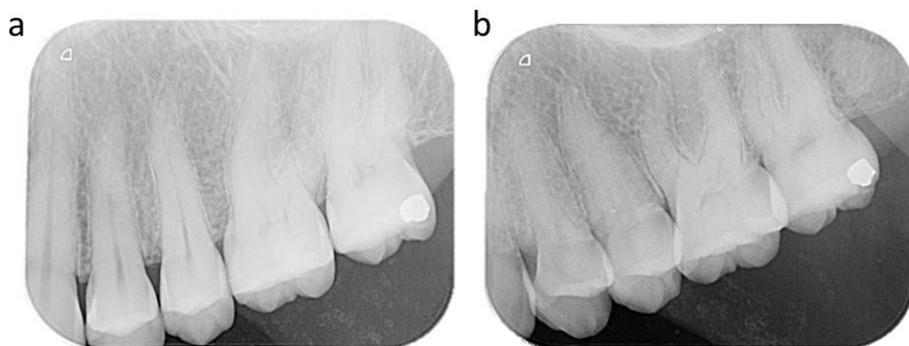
Radiografia periapical do primeiro molar superior: a) incidência ortorrádial com sobreposição da raiz méso-vestibular sobre a raiz palatina e b) incidência distorrádial a raiz méso-vestibular se apresentando mais a mesial em comparação com a primeira tomada radiográfica (ortorrádial). (Imagem dos autores)
